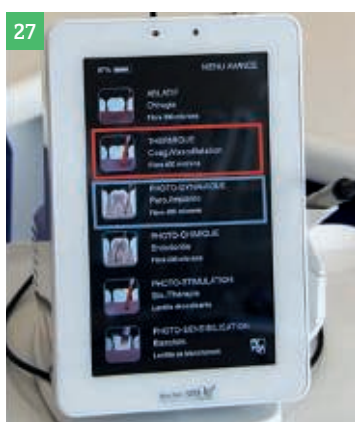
Un léger effet de vaporisation dégage les sulcus. Fig.22 : État clinique obtenu avant empreinte sur dents vivantes. Fig.23 : Précision de l'empreinte. Fig.24 : Ajustage gingival de la prothèse céramo-métallique. Fig.25 : Vue clinique initiale. Fig.26 : Examen radiographique initial. Fig.27 : Laser Diode Wiser Icône, une grande sécurité d'utilisation. Fig.28 : Oxygénation des lésions au peroxyde d'hydrogène à 3 %. Fig.29 : Fibre optique de 400 microns. Fig.30 : La fibre est enfoncée profondément.
